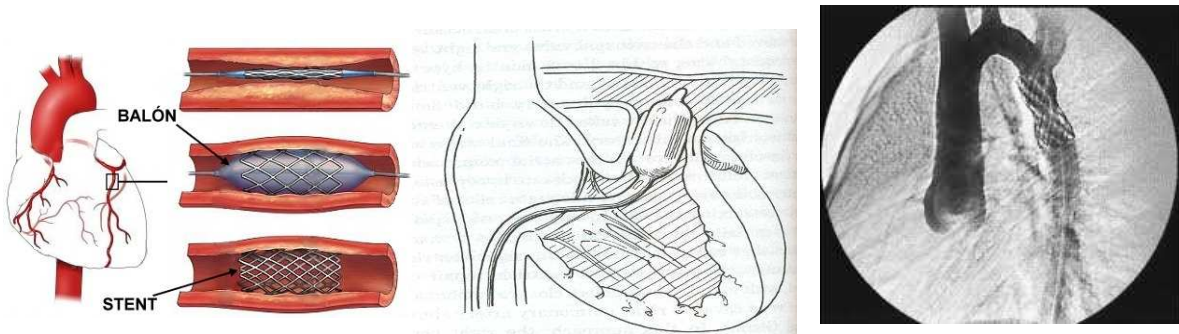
Imatges i radiografia d'un stent
